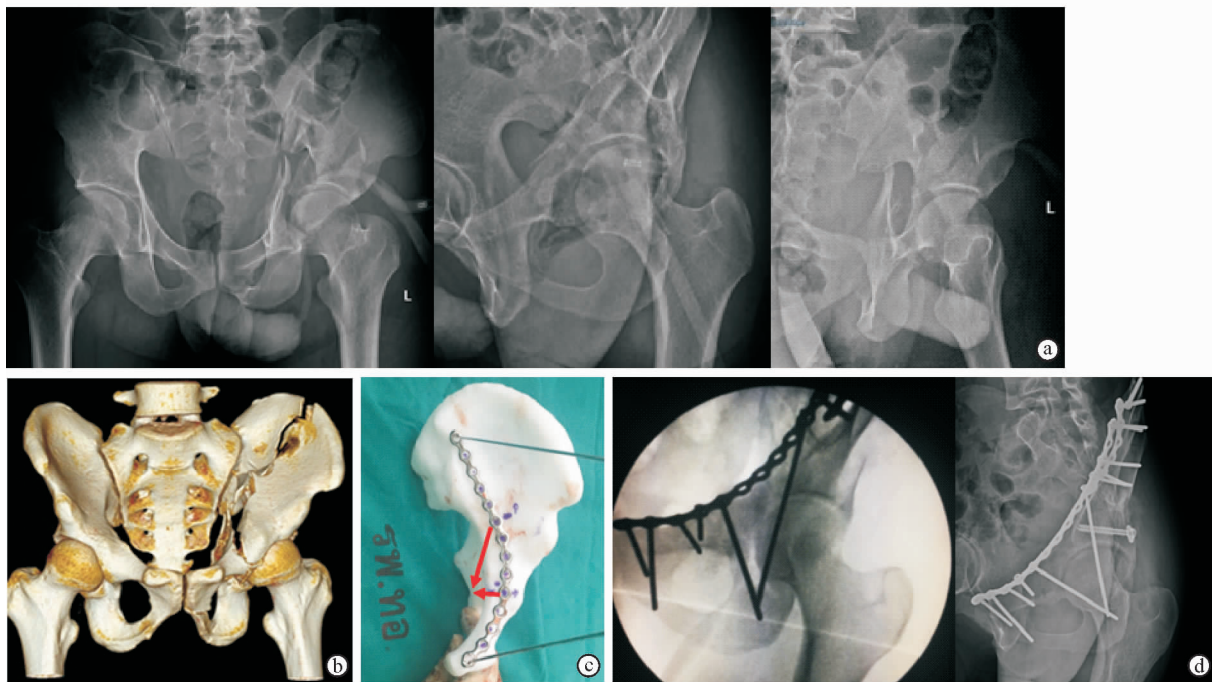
3D 打印技术辅助髌臼骨折切开复位内固定 a. 术前骨盆前后位、闭孔斜位和髌骨斜位 X 线片显示左侧髌臼双柱骨折 b. 术前骨盆 CT 三维重建影像显示右侧骨盆、髌臼完全正常 c. 利用右侧骨盆髌臼影像进行镜像翻转,并 3D 打印髌臼复位后的左侧半骨盆模型,图中显示将塑形钢板安置到位,箭头分别表示后柱螺钉(上方)和髌臼下螺钉(下方)位置、方向及角度 d. 术中透视影像(左)和术后闭孔斜位 X 线片(右)显示钢板、后柱螺钉及髌臼下螺钉位置与术前规划一致
